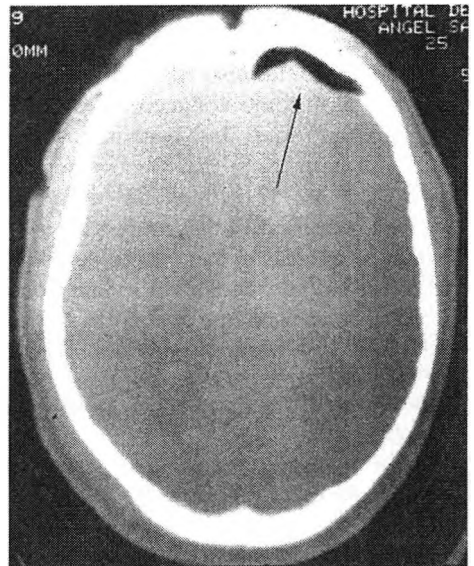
Neumoencéfalo frontal (flecha) visualizado en una TAC craneal. Se evidencia la fractura frontal causante del mismo.
